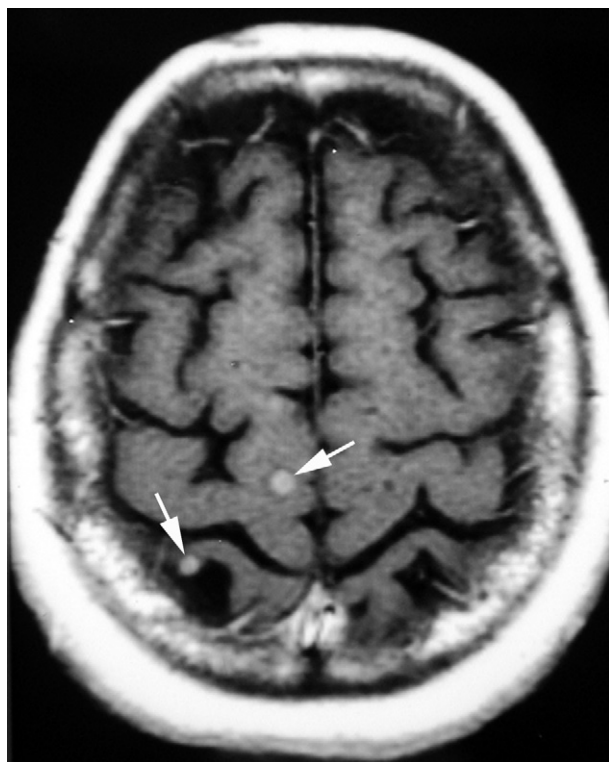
Coupe axiale IRM en pondération T1 après injection de produit de contraste.
